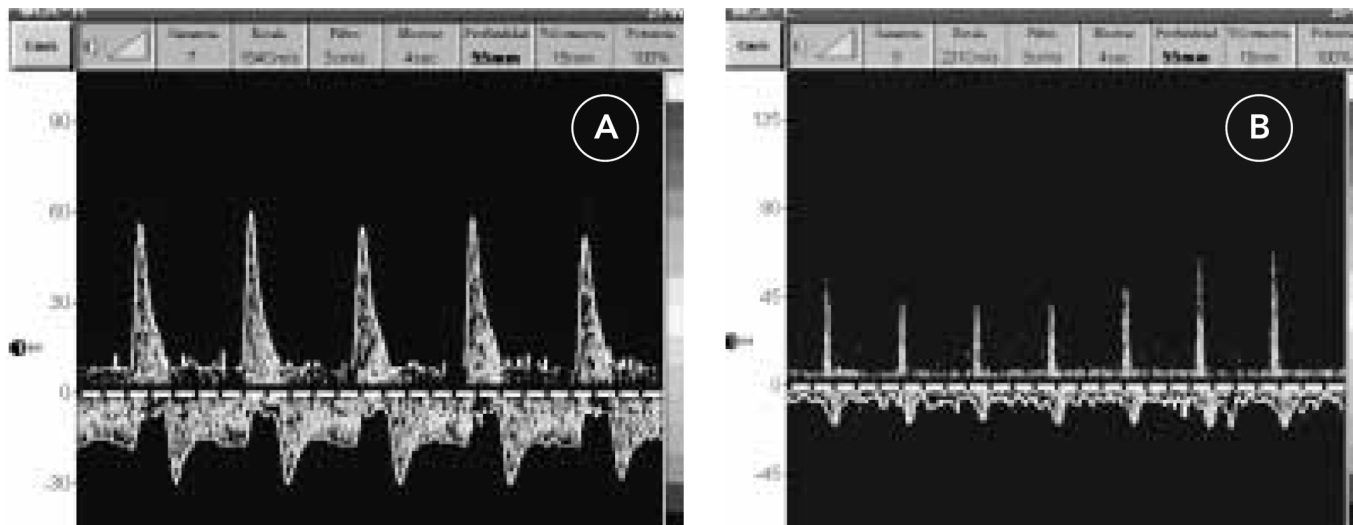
Doppler Transcranial de Arteria Cerebral Media. Patrón de flujo diastólico invertido (A) y de «espigas sistólicas» (B), característicos de Muerte Encefálica.
